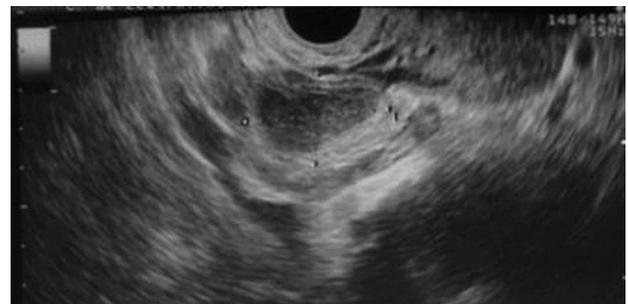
Ecografía ginecológica.
